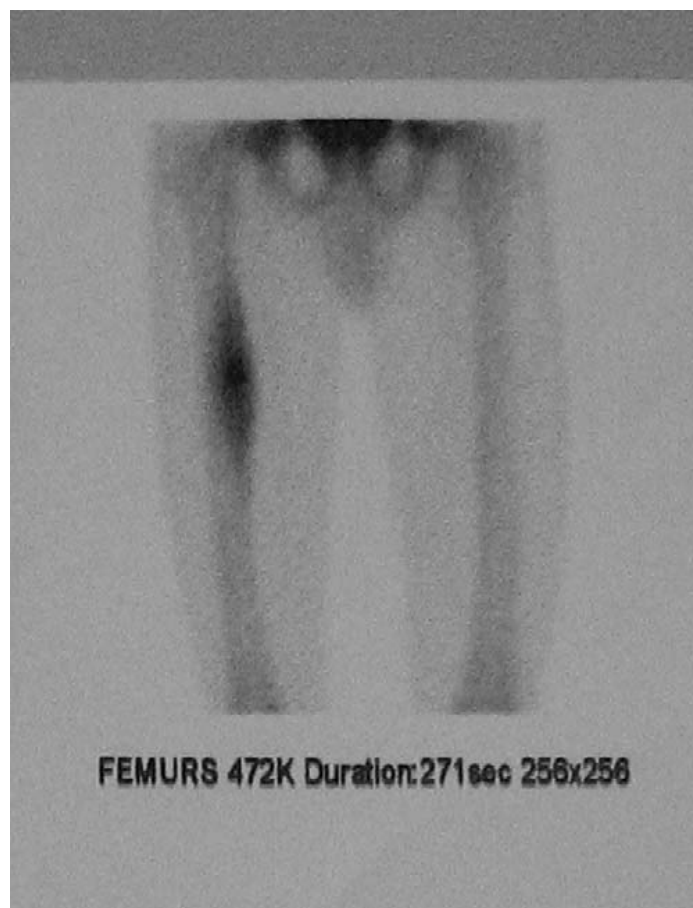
La scintigraphie montrant une accentuation de la fixation du radiotracer en regard du tiers supérieur de la cuisse droite(25)
